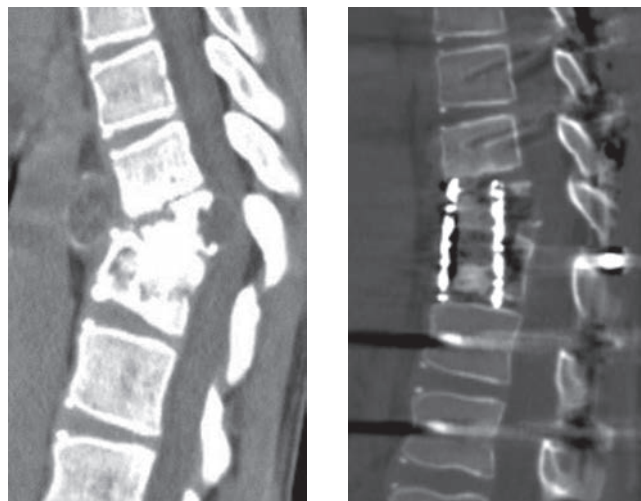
КТ грудного отдела позвоночника больного О. до и после операции
